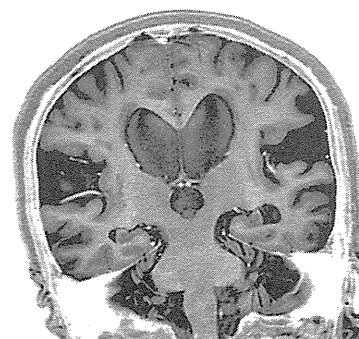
症例1の頭部MRI (STIR反転画像, 冠状断) : 円蓋部のクモ膜下腔狭小化・シルビウス裂開大・脳室拡大が確認できる。
